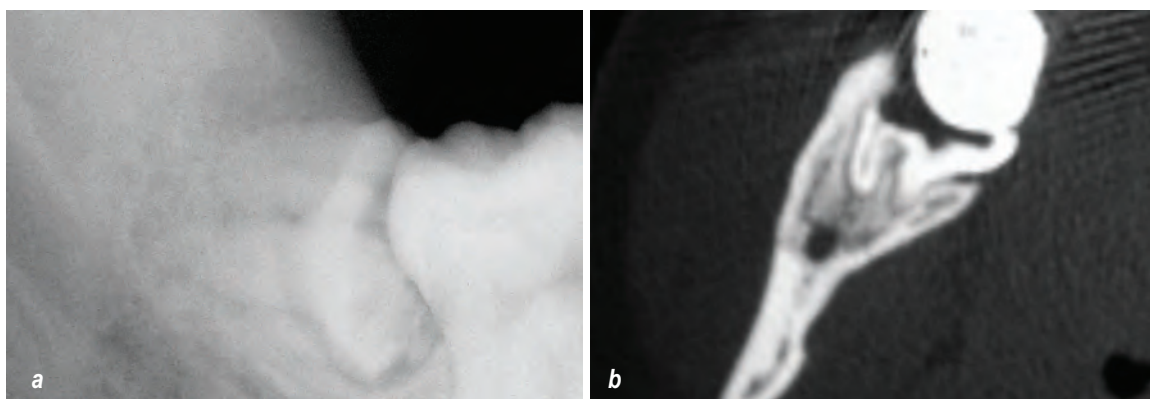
(a y b): Desplazamiento del resto radicular corroborado con radiografía y tomografía de control.
